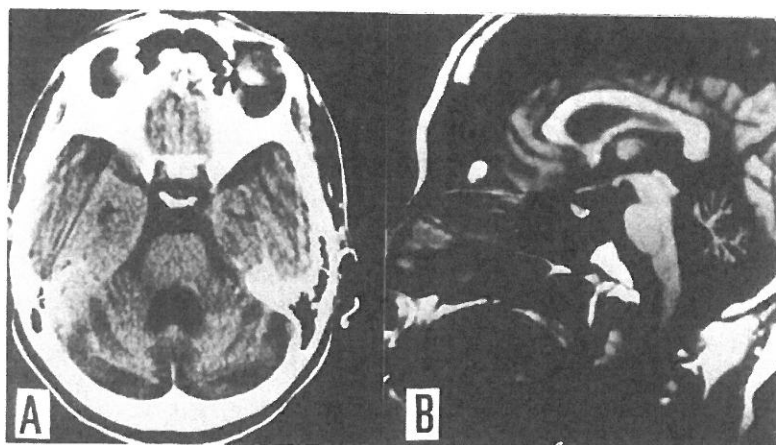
X-CT (A) and MRI (B) of the brain showing marked atrophy of the cerebellum with dilatation of the IVth ventricle.
